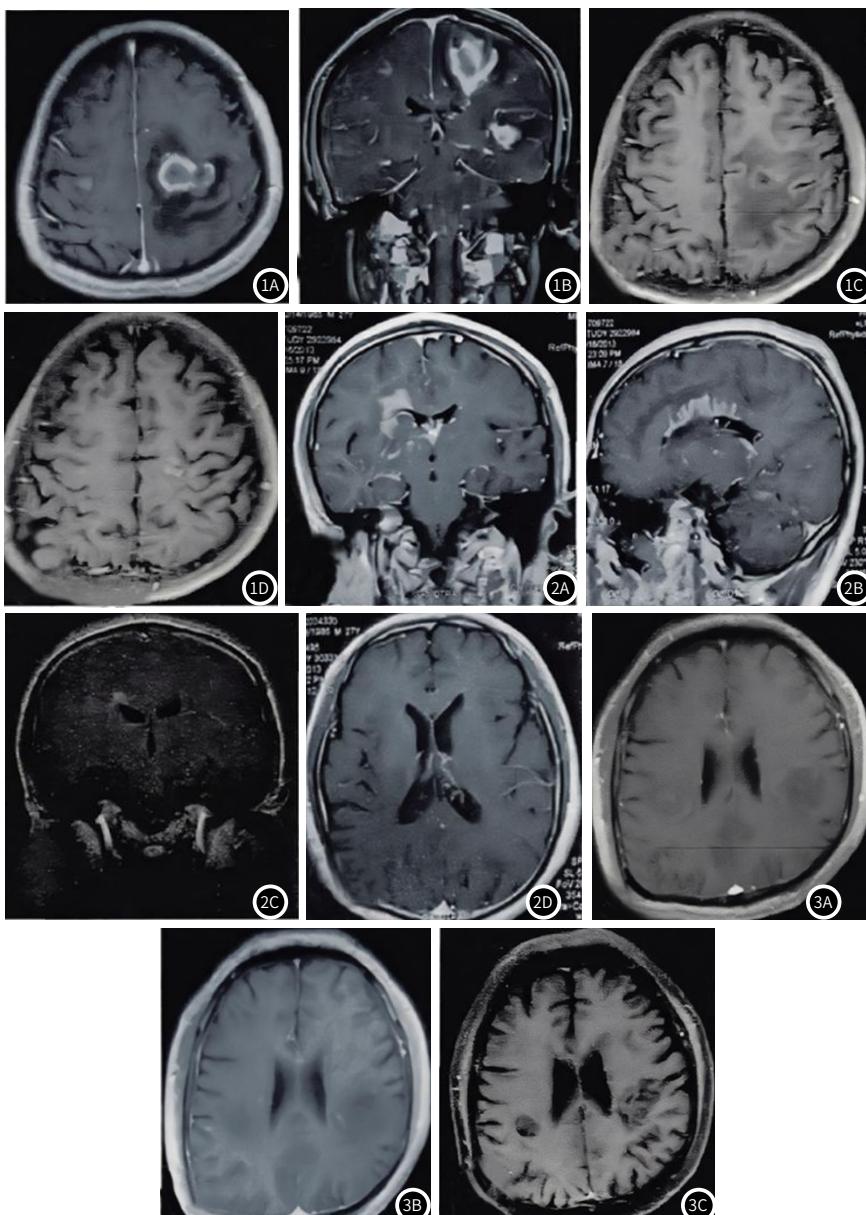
急性期轴位增强MRI：左侧、右侧半卵圆中心病灶分别呈不均匀强化和斑片状强化(图1A)；急性期冠状位增强MRI：火焰状强化(图1B)；亚急性期轴位增强MRI：左侧半卵圆中心病灶呈闭合环形强化(图1C)；慢性期轴位增强MRI：左侧半卵圆中心病灶呈浅淡斑片状强化(图1D)。图2 急性期冠状位增强MRI：斑片状强化(图2A)；急性期矢状位增强MRI：“梳齿”样强化(图2B)；亚急性期轴位增强：浅淡斑片状强化(图2C)；慢性期轴位增强：强化消退(图2D)。图3 急性期轴位增强MRI：不规则边缘强化(图3A)；亚急性期轴位增强MRI：浅淡斑片状强化(图3B)；慢性期轴位增强MRI：强化消退(图3C)。
